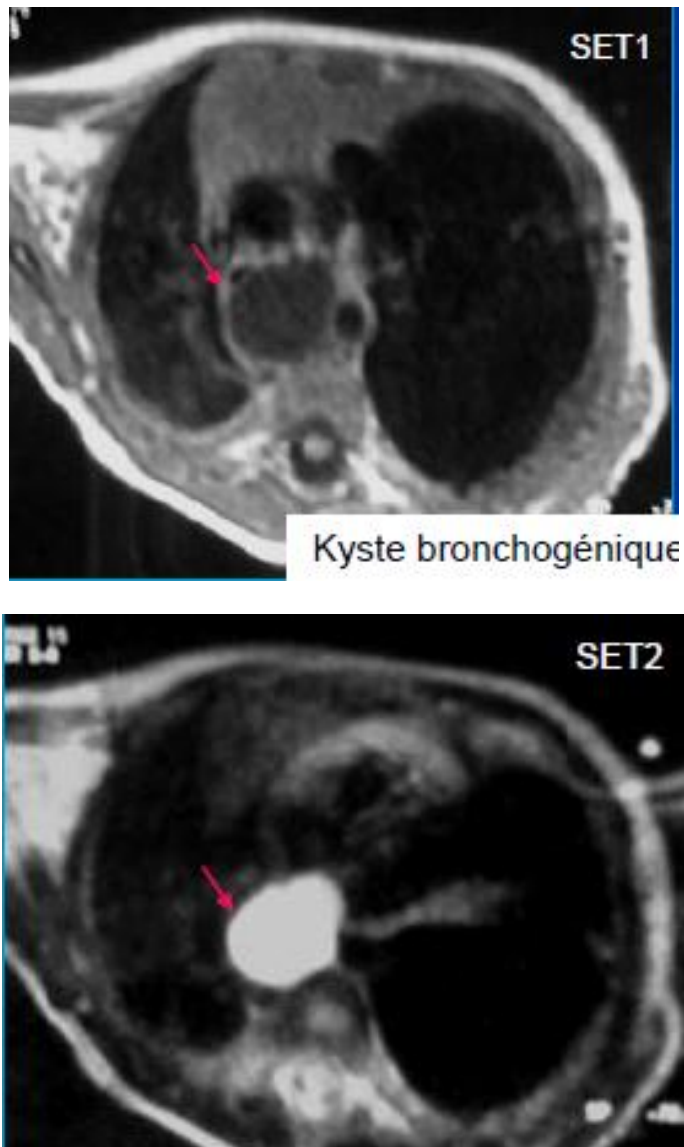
IRM thoracique montrant un kyste bronchogénique du médiastin moyen (→) chez un nourrisson de 14 mois [53].
